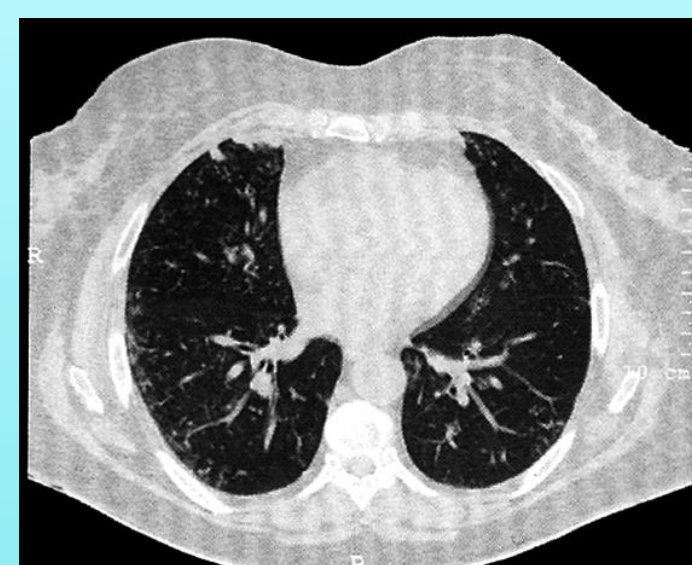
TDM avec syndrome infiltratif prédominant base droite
